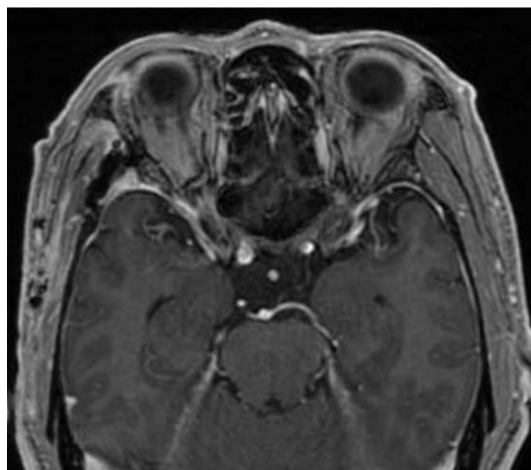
Follow up gadolinium-enhanced axial T1-weighted magnetic resonance imaging (MRI) scans of orbit showing no evidence of abnormal signal intensity lesion in brain, except surgical metallic artifact in right frontotemporal area.
